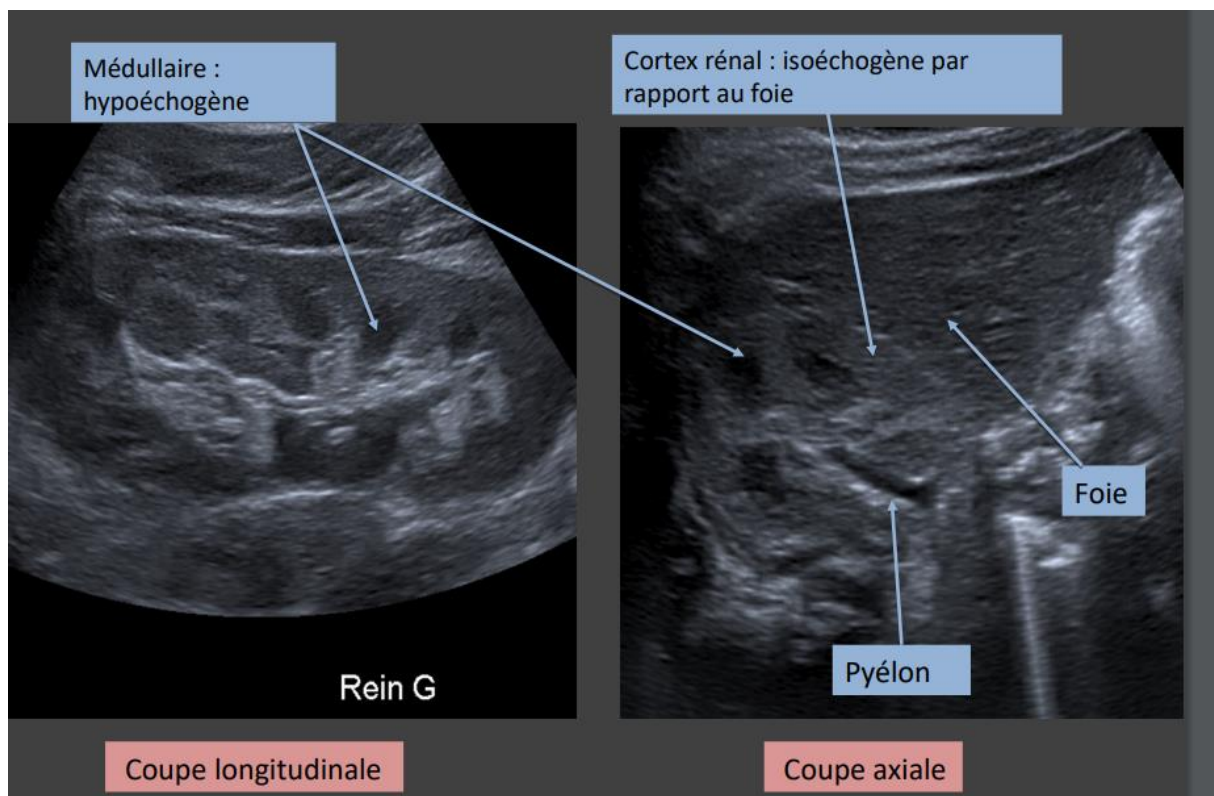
échographie rénale normale
